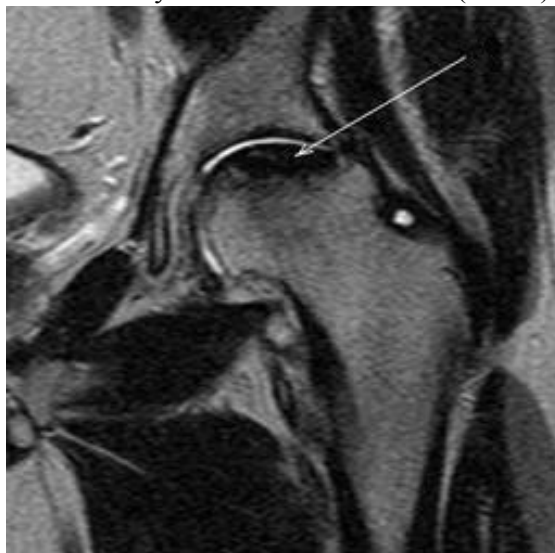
МР-томограмма тазобедренного сустава больного С. (Т2-ВИ). Асептический некроз головки бедренной кости, стадия остеонекроза. В субхондральном слое головки бедренной кости определяется некротический фокус низкой интенсивности (стрелка). Головка деформирована.
